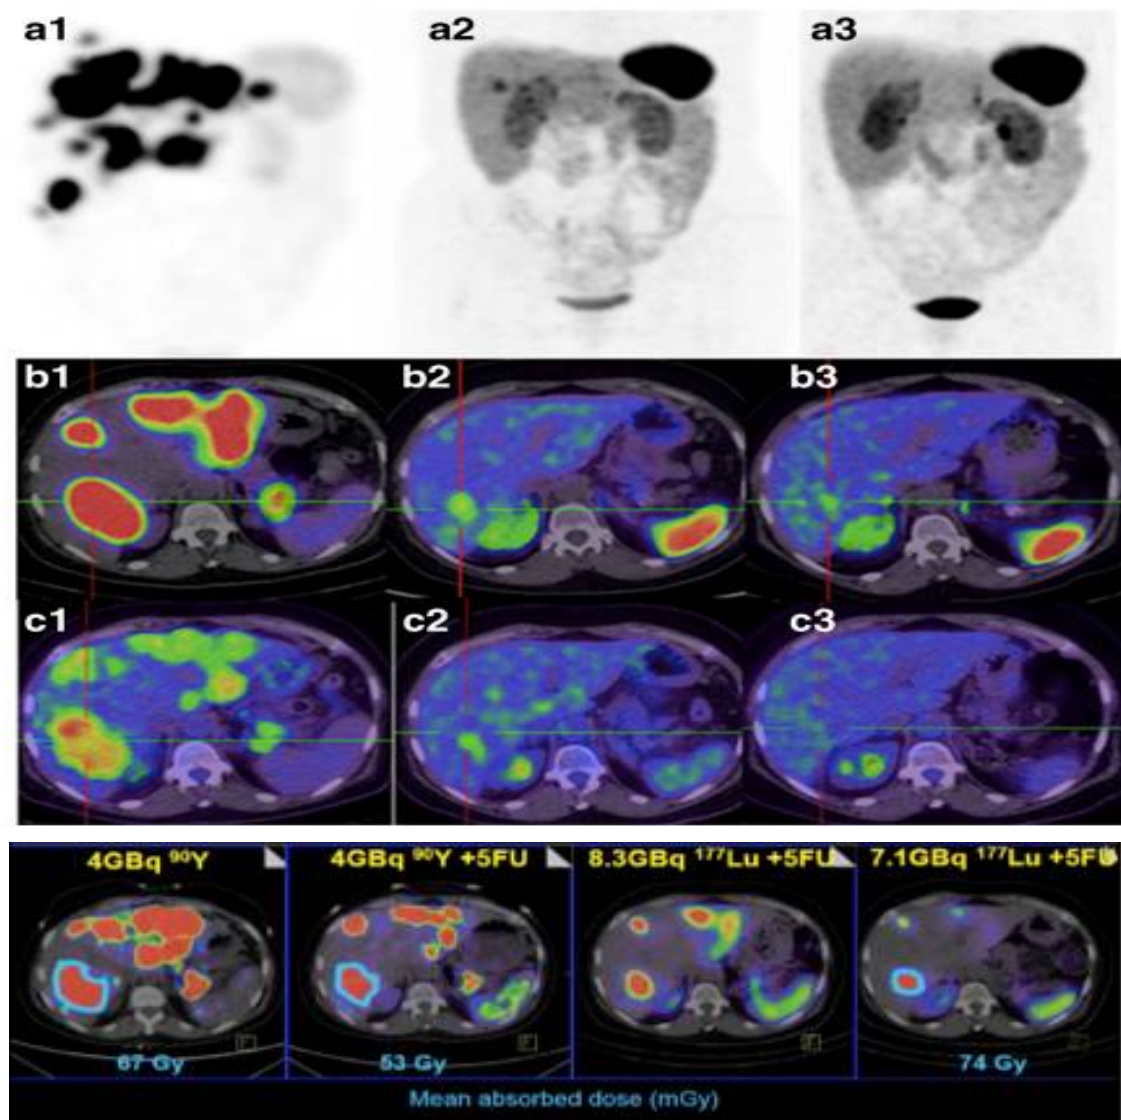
Rangée du haut : SPECT/CT à l'octreoscan (A1) ; images PET/CT à 68Ga-DOTATATE après traitement(A2, 3). Rangée du milieu (B1-3) : Images fusionnées transaxiales. Rangée inférieure (C1-3) : images fusionnées transaxiales PET/CT 18F-FDG. Il s'agit d'une femme de 54 ans atteinte de TNE pancréatique avec métastases hépatiques , une biopsie de la lésion hépatique a suggéré une tumeur G1 (Ki 67 de 1-2 %) mais elle a développé une maladie rapidement progressive sur CT concordant avec une forte affinité pour le FDG ,ce qui est conforme avec le comportement d'une tumeur de haut grade. La PRRT a été jugée appropriée sur la base d'une expression élevée de SSTR et a été administrée comme traitement initial au choix du patient (images A1, B1, C1 avant la PRRT). Elle a reçu deux cycles de 90Y-DOTATATE et deux cycles de 177Lu-DOTATATE avec une chimiothérapie concomitante de 5FU. L'imagerie à 3 mois après la PRCRT (A2, B2, C2) a montré une réponse spectaculaire et presque complète à la fois sur la PET au 68Ga-DOTATATE et au FDG. La réponse majeure a été maintenue jusqu'à 20 mois après le dernier suivi, sans aucun traitement intermédiaire (A3, B3, C3) (105)
